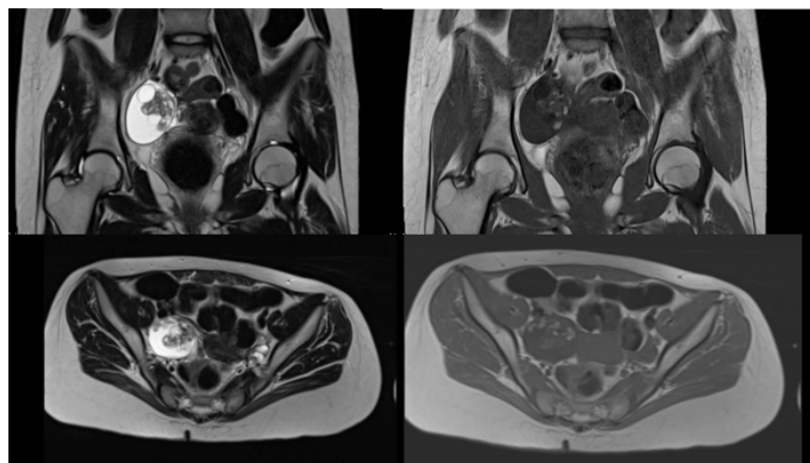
RMN simple y contrastada que evidencia masa anexial derecha
